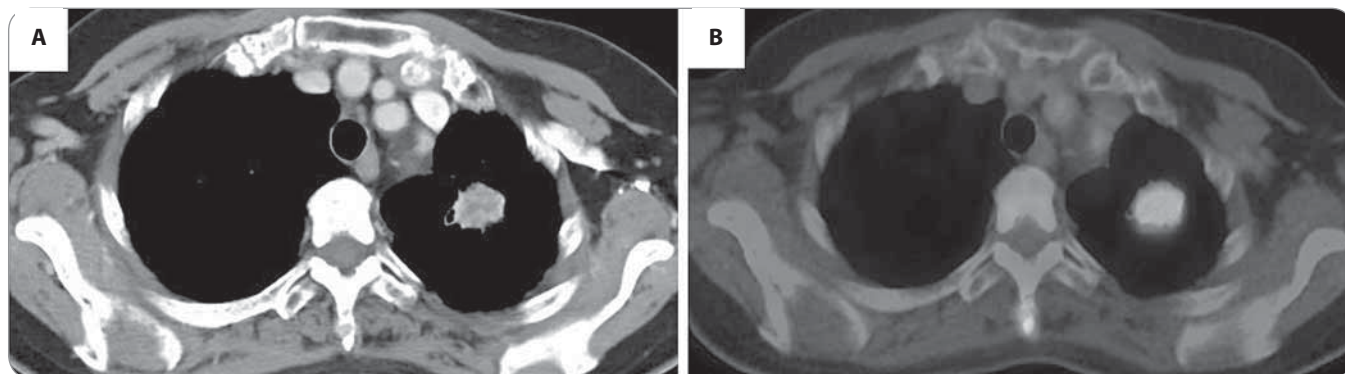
Chest CT showed a nodule in the upper right lobe and an osteolytic change in the 5th thoracic spinous process (A). In fluorodeoxyglucose-positron emission tomography, uptake was observed both in the primary nodule and in the 5th thoracic spinous process (B).
